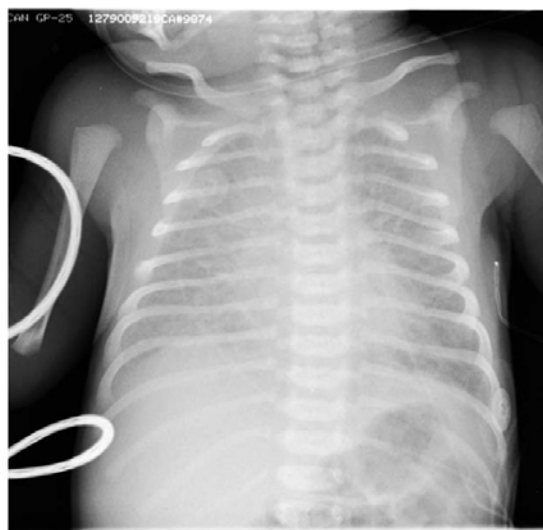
Radiographie thoracique d'une MMH stade 3.
